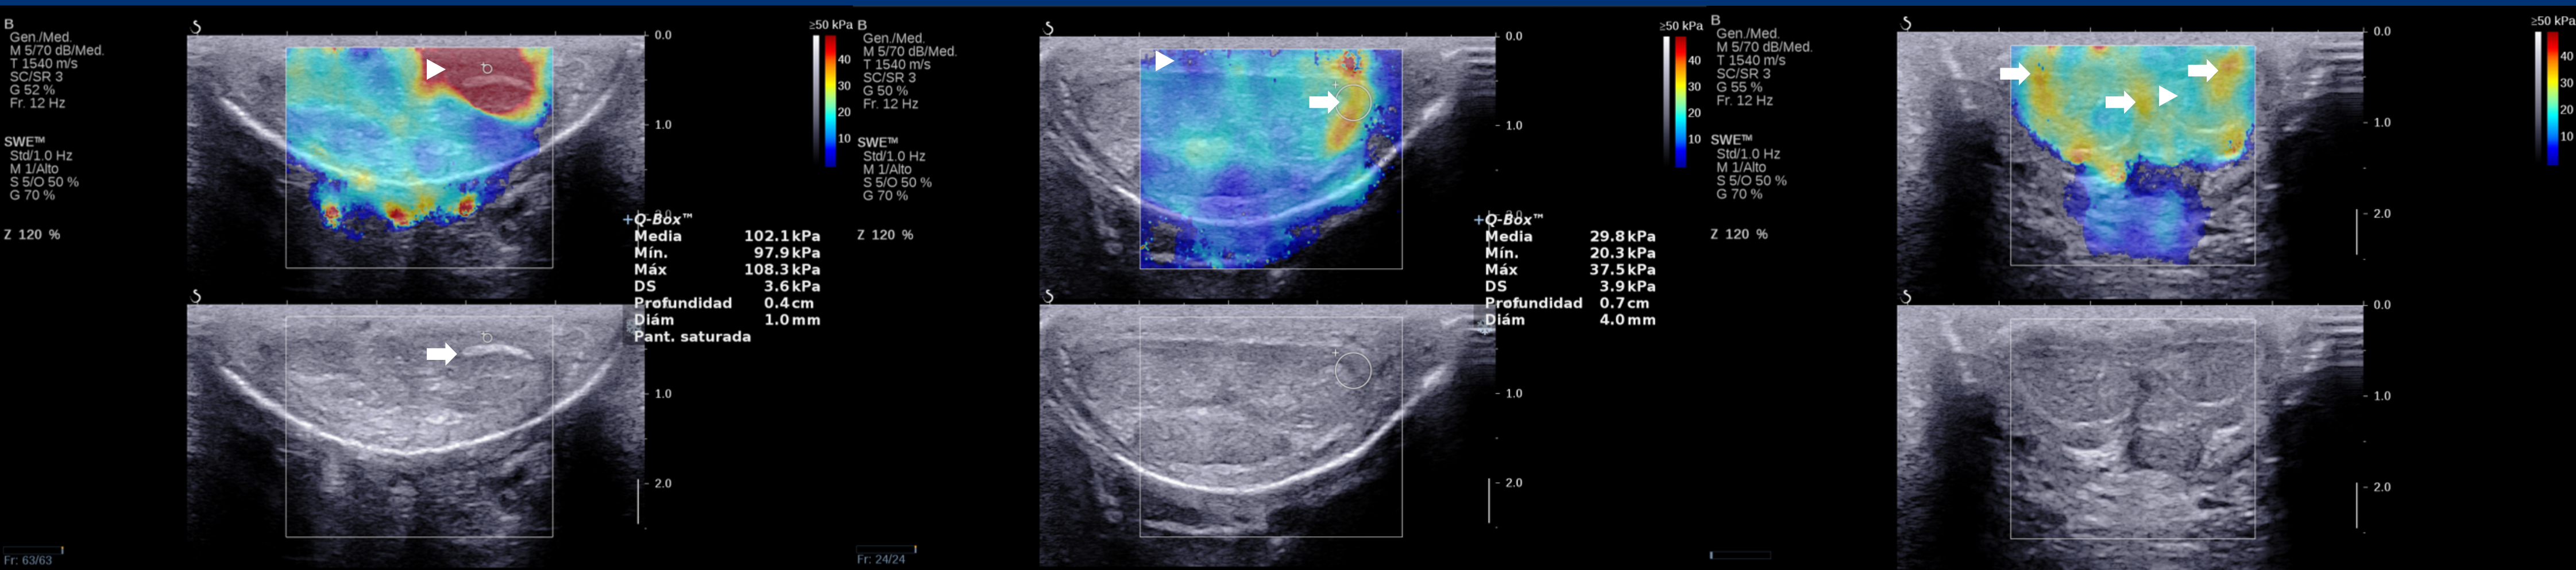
paciente de 42 años con curvatura peneana . En la ecografía se reconoce una placa calcificada de 9x0.9mm de diámetro sobre la túnica albugínea que recubre la cara dorsal del C.C. izquierdo (flecha), el tejido adyacente muestra un aumento de la rigidez (cabeza de flecha)
